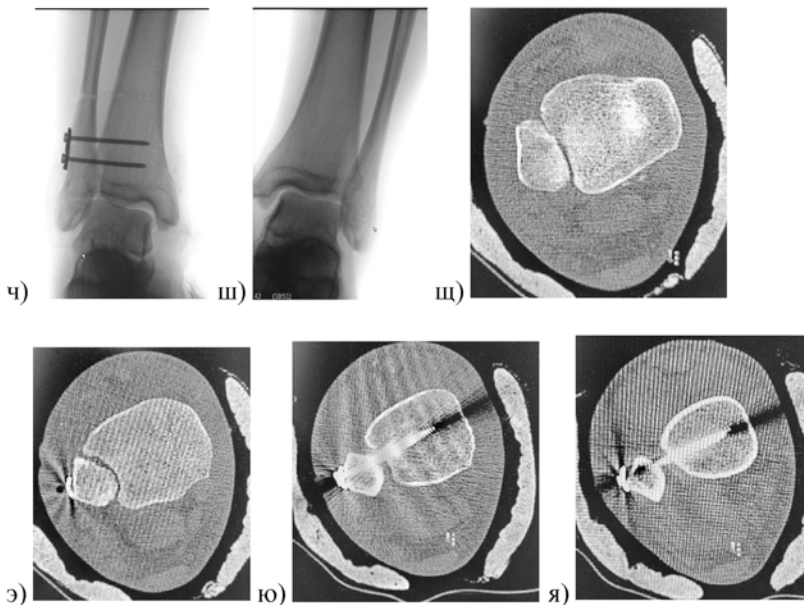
Клинический пример пациента Л., 32 лет с нестабильным переломом лодыжек 44 С: а, б — первичные рентгенограммы поврежденного голеностопного сустава и голени в прямой и боковой проекциях; в, г — рентгенограммы после первичной операции; д, е, ж, з — КТ-аксиальные срезы после первичного остеосинтеза обеих нижних конечностей на субхондральном уровне и на высоте 1 см над суставом — определяется дисконгруэнтность ДМБС и смещение МБК кпереди относительно малоберцовой вырезки ББК; и, к — аксиальные КТ-срезы оперированной конечности на уровне проведения позиционных винтов — выявлено некорректное их положение; л, м, н, о, п — интраоперационная проверка латеральной и передне-задней стабильности МБК с применением «hook-теста»; р, с — интраоперационные фотографии переднелатерального и медиального минидоступов, использованных для устранения интерпозиции мягких тканей; т — фрагмент хрящевой ткани удаленный из медиального синуса; у, ф, х — этапы репозиции и фиксации ДМБС; и, ч, ш — результат фиксации ДМБС в правильном положении в сравнении сконтралатеральной конечностью; щ, э, ю, я — послеоперационные контрольные аксиальные КТ-срезы травмированной голени на уровне над суставом и в проекции установленных позиционных винтов
